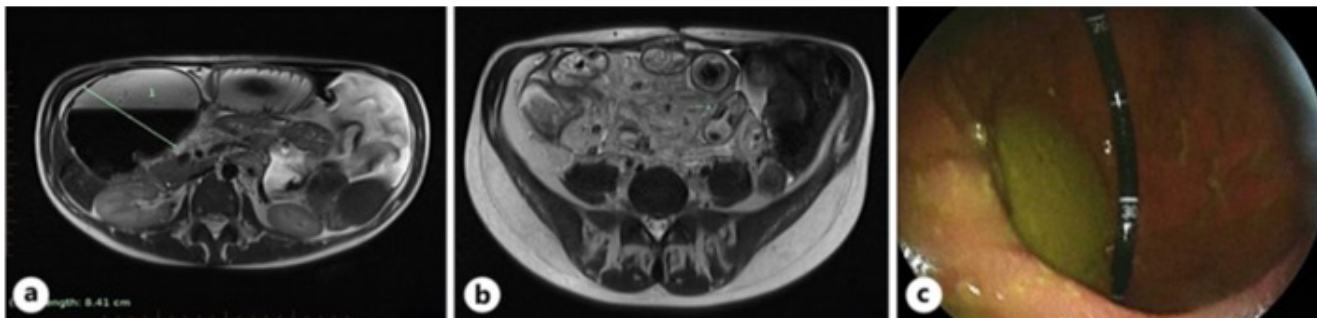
a) Secuencia axial T2 de Entero-RM, mostrando una dilatación preestenótica de yeyuno de 8 cm (línea verde). b) Secuencia axial T2 que muestra una de varias estenosis en íleon con engrosamiento concéntrico de la pared intestinal (flecha verde). c) Imagen endoscópica que muestra el enteroscopia en retroflexión en un segmento severamente dilatado proximal a estenosis.
